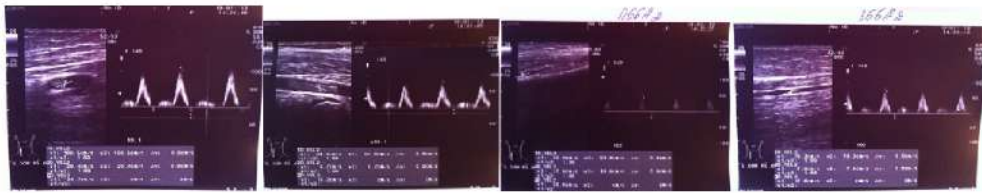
Пациент М., 21 лет. Закрытый перелом обеих костей правой голени. 42A22 по АО/ASIF. Основная группа. Через 8 часов после операции назначен ривароксабан в дозе 10 мг один раз в сутки. а) рентгенограмма до операции; б) рентгенограмма после интрамедуллярного остеосинтеза и контроль через 3 месяца; в) УЗДС сосудов нижних конечностей на 10 сутки; г) функциональные возможности через 3 мес после интрамедуллярного остеосинтеза. Представленный пример демонстрирует восстановление опороспособности синтезированного сегмента в раннем послеоперационном периоде.
